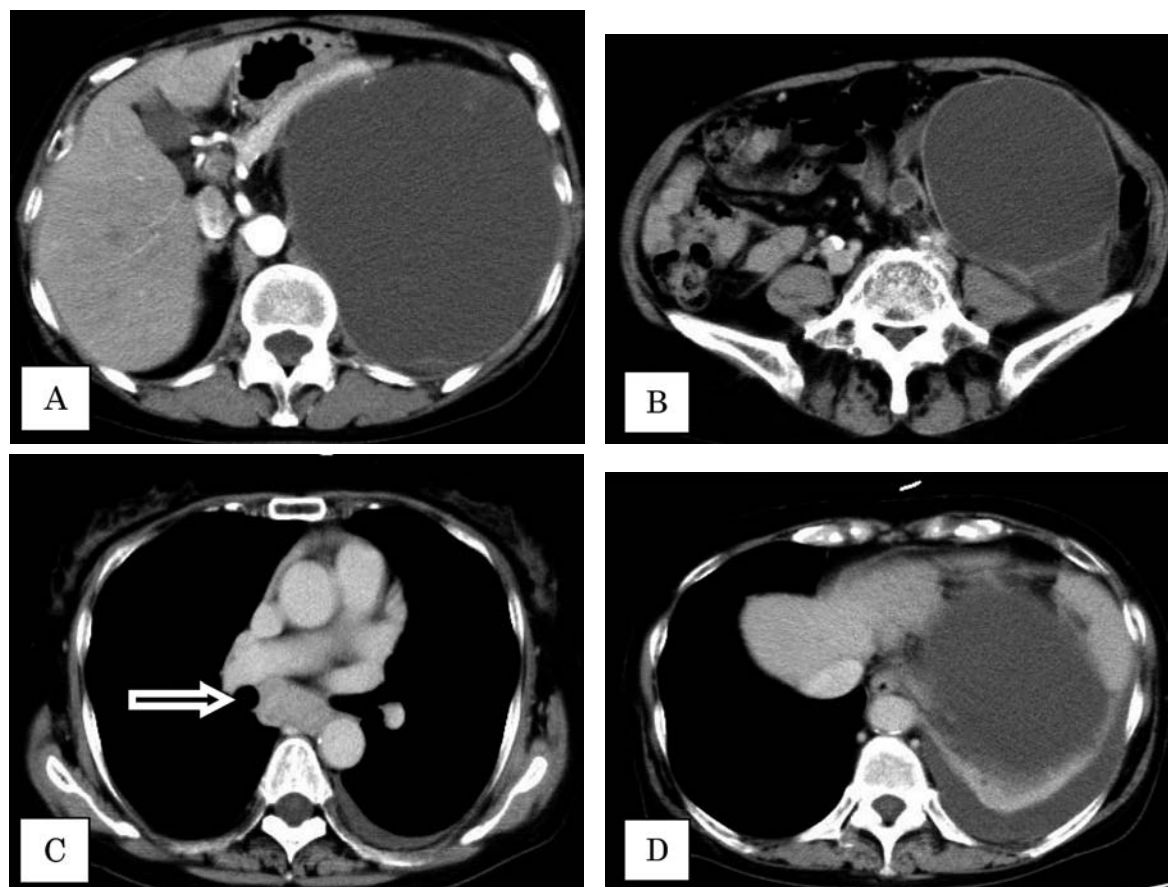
Abdominal enhanced CT. A: A left giant hydronephrosis. B: A left hydroureter. C: Enlarged mediastinal lymph node (arrow). D: Left pleural effusion.
